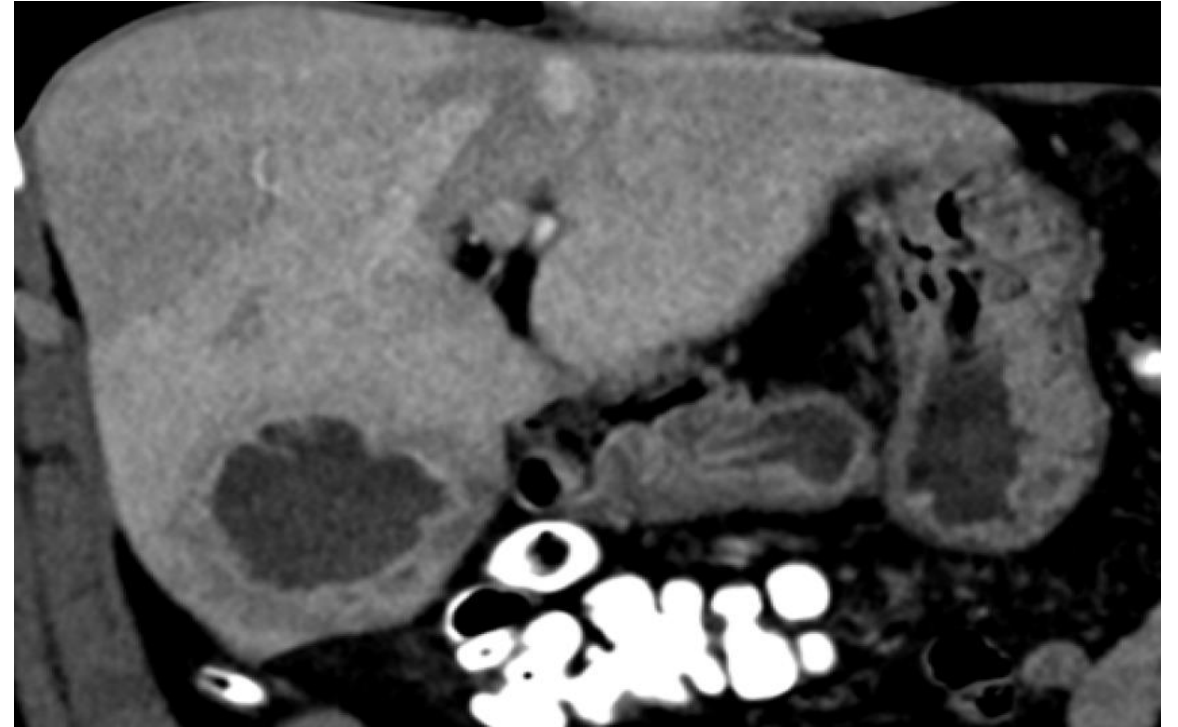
Varón de 61 años, con antecedente de diverticulitis un mes antes, que consultó por varios días de fiebre. TC abdominopélvico con una colección hipodensa de bordes bien definidos, con realce periférico tras la administración de contraste y edema perilesional (signo del “doble anillo” o “double target sign”).
